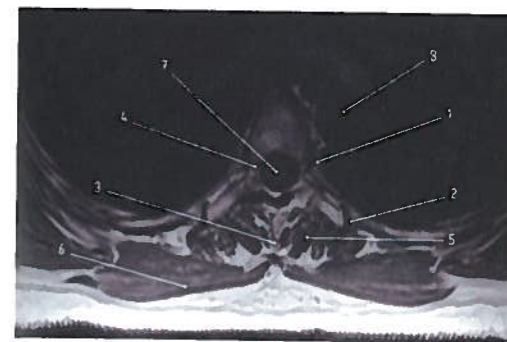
Corte axial em RM da parte torácica da coluna vertebral
